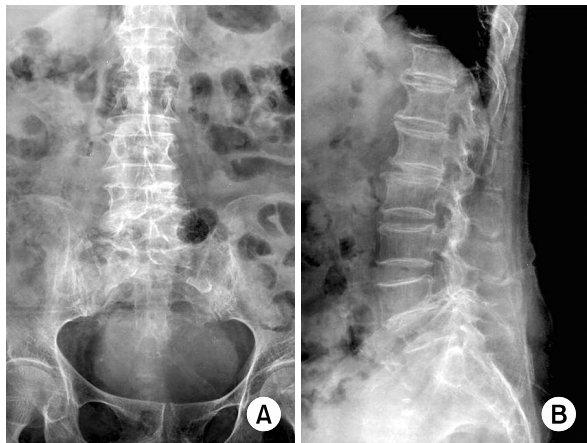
Preoperative simple AP (A) and lateral (B) L-spine radiographs show the intervertebral disc space narrowing and spondylolisthesis between L4/L5.
